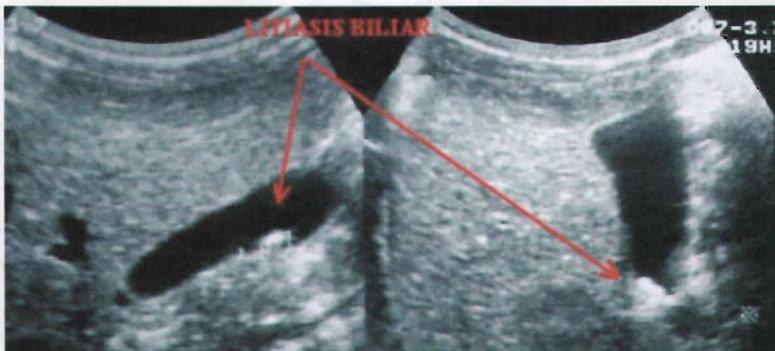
USG de Hígado y vías biliares con Dx de colelitiasis
